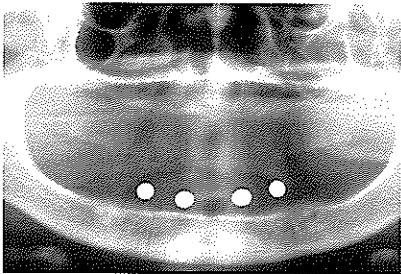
진단용 stent를 이용해서 촬영한 환자의 방사선 사진소견 : 임플란트 식립 위치, 길이, 갯수를 결정한다.
